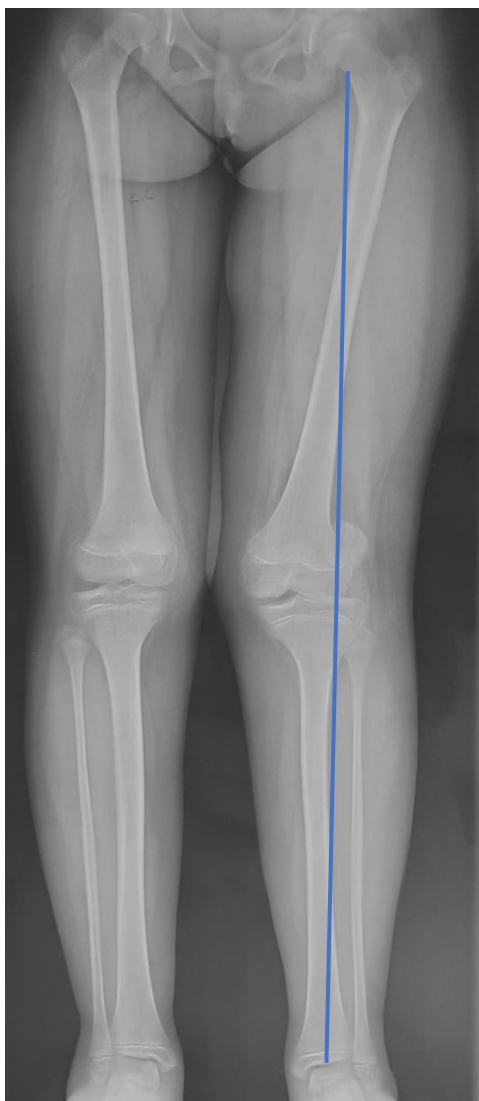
Постуральная рентгенограмма нижних конечностей Пациента П, 14 лет: при проведении механической оси на левой нижней конечности контуры коленного сустава смещены медиально, что говорит о вальгусной деформации в коленном суставе
